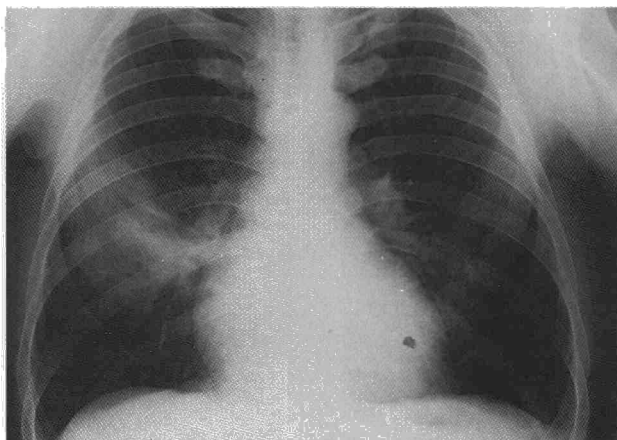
Radiografía de tórax en proyección posteroanterior. Se aprecia imagen condensativa situada en zona anatómica correspondiente al lóbulo medio del pulmón derecho.
